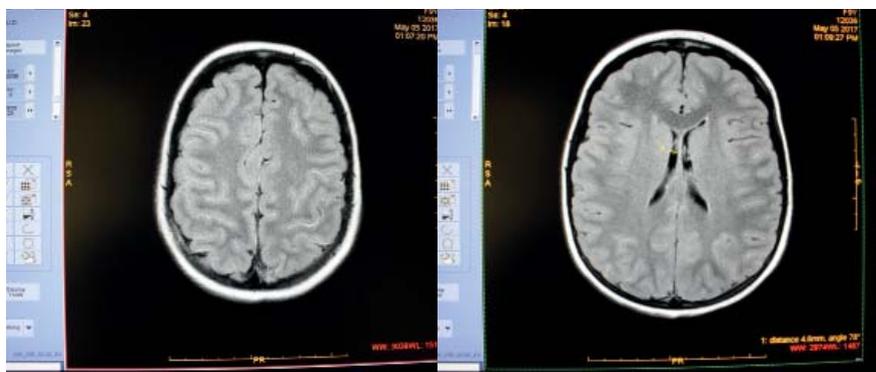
Данные МРТ головного мозга ребенка К.У., 9 лет от 5.05.17 г.
